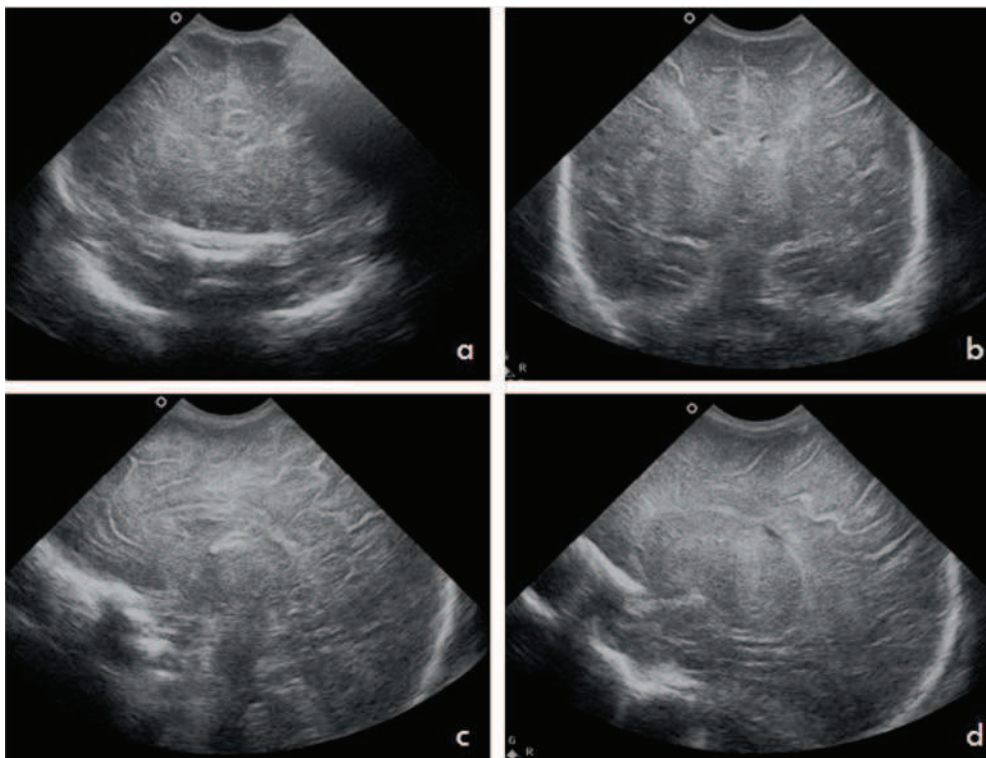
Caso 1. Ecografia transfontanelar. a) Hiperecogenicidade difusa. b, c, d) Hiperecogenicidade do tálamo e núcleos da base. Hiperecogenicidade difusa e simétrica do córtex periférico na região dos sulcos e circunvoluções.
